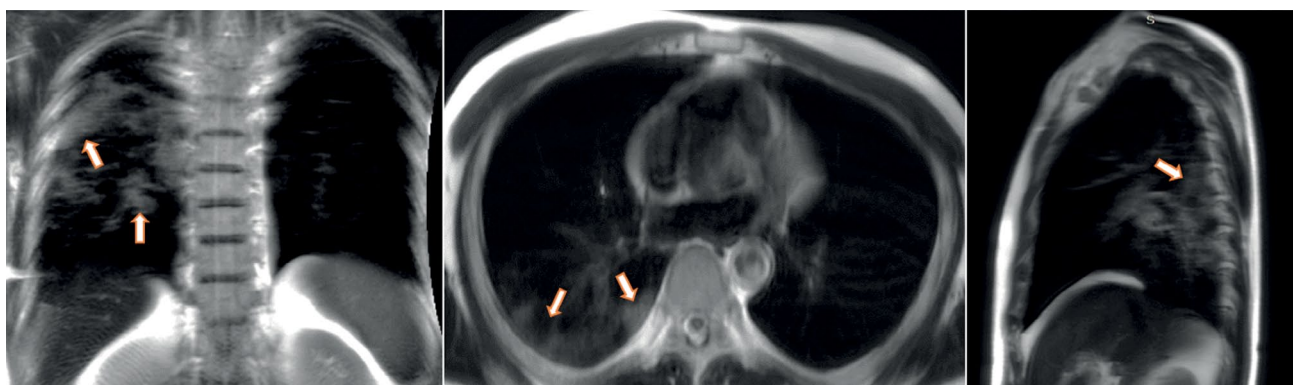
Динамическая магнитно-резонансная томография лёгких во время выдоха в корональной, аксиальной и сагиттальной плоскостях. Стрелки указывают на увеличение участков слабоинтенсивного сигнала, соответствующие паттерну «облачного неба» (S6, S9–10).
